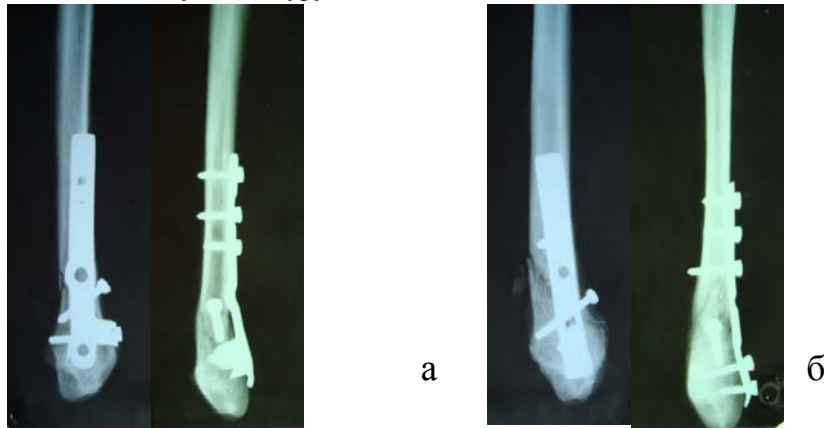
Рентгенограми малоомілкових кісток синтезованих фігурною (а) та прямою третьтрубчастою (б) пластинами
